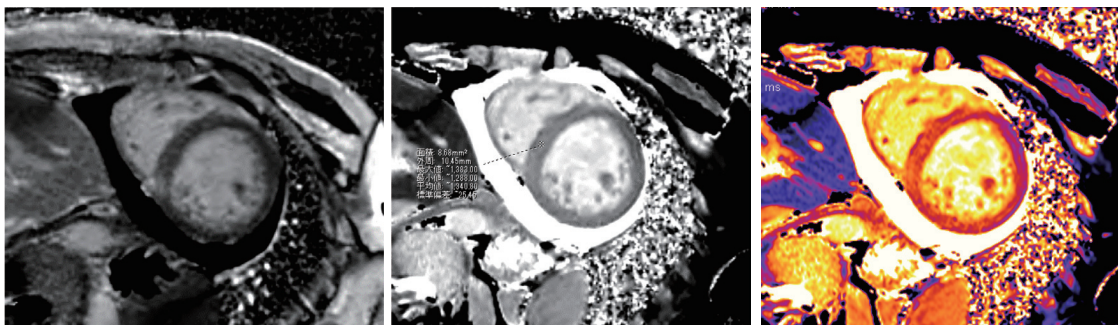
心臓MRI（左から遅延造影、T1マッピング、T1カラーマッピング）
